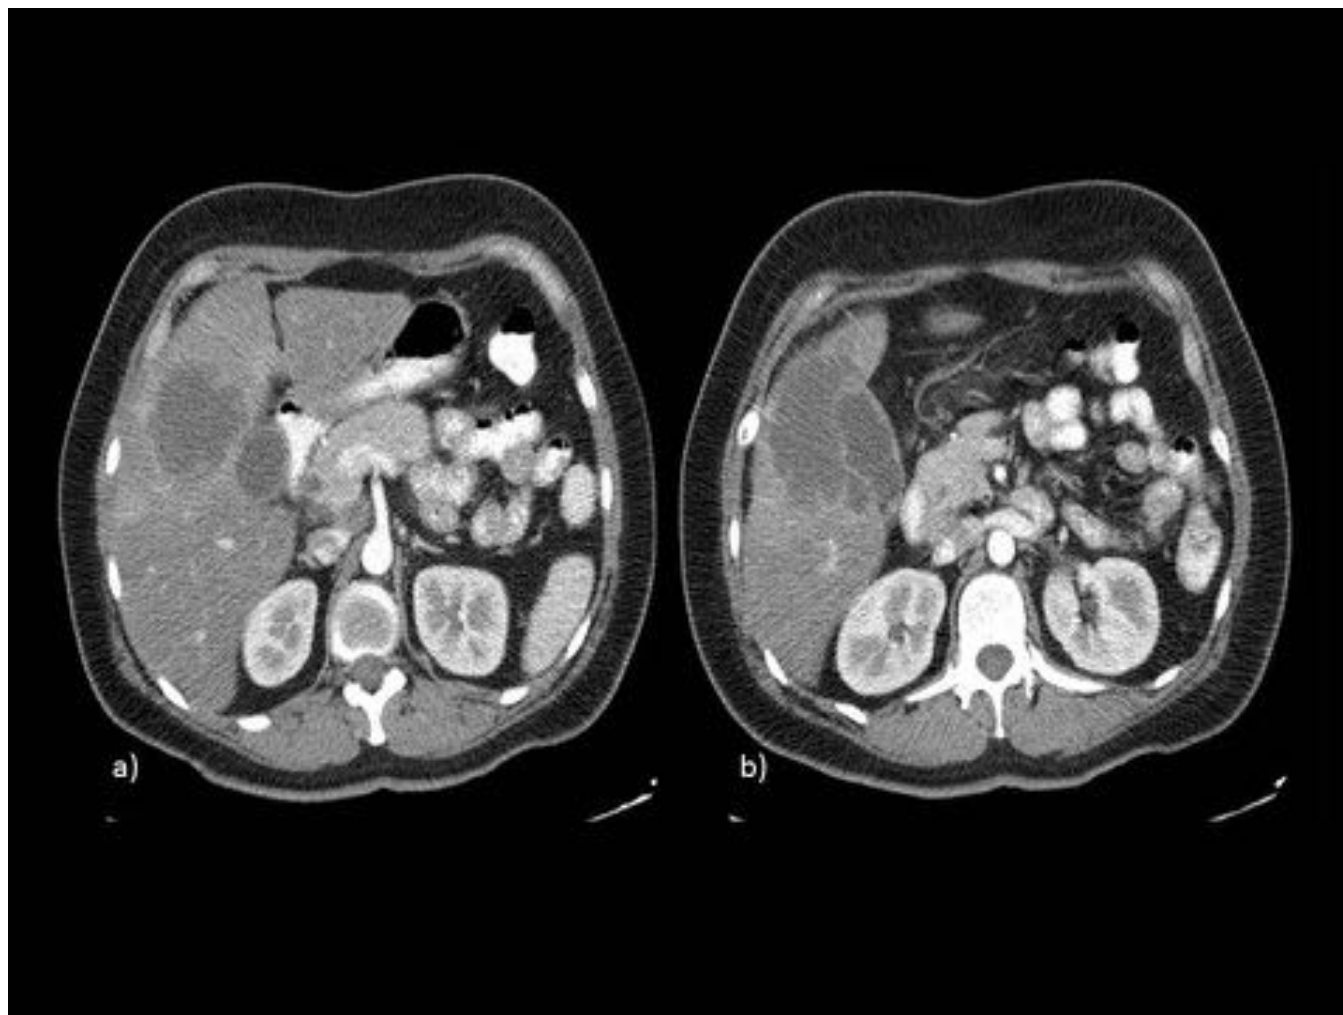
TC con CIV. Masa hipodensa, heterogénea, con relace periférico, que infiltra y engloba a la vesícula biliar, e infiltra parénquima hepático adyacente.
